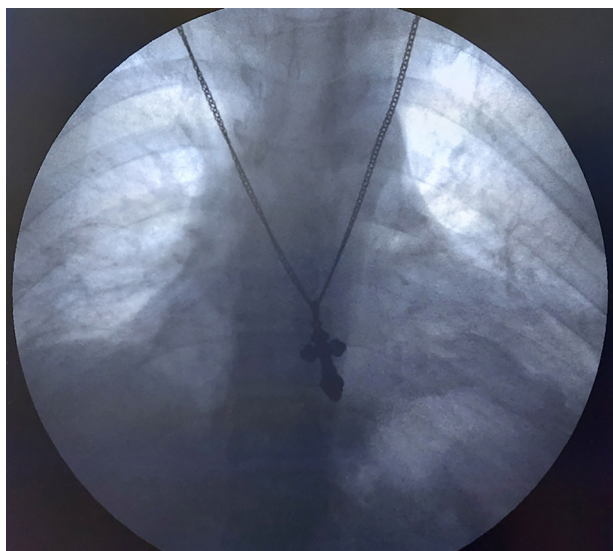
Рентгенограмма органов грудной полости через 1 сут после операции
